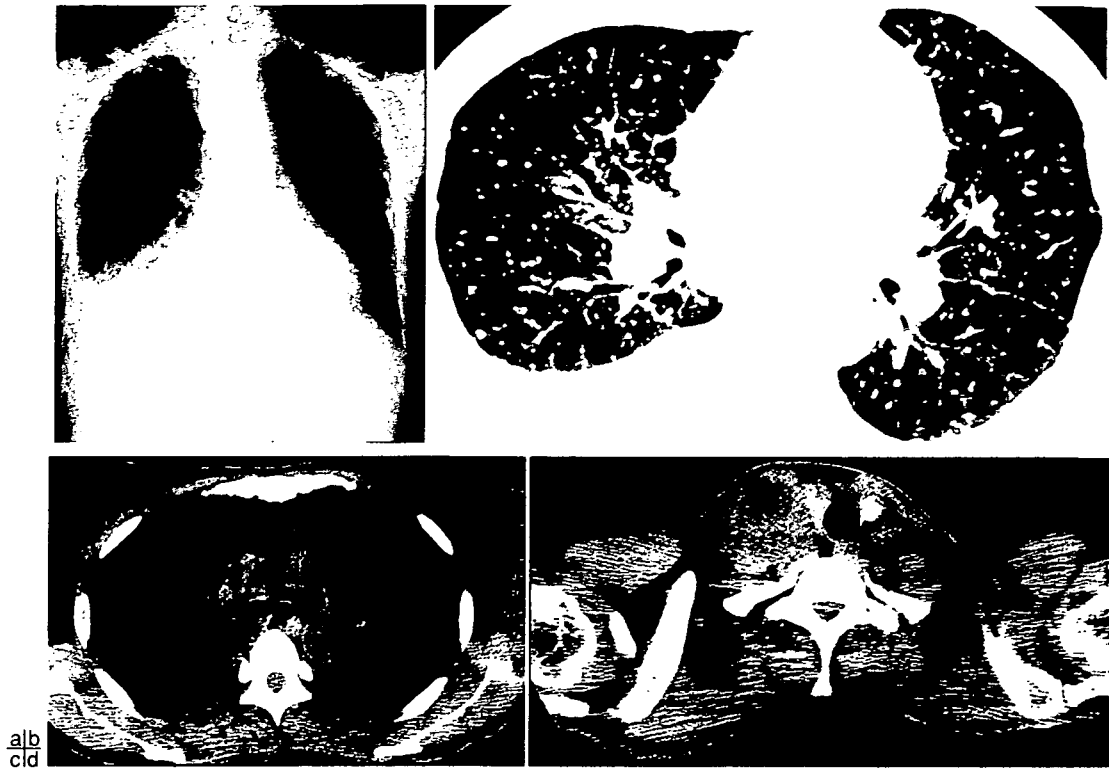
40歳代のAIDS合併粟粒結核患者のX線写真
